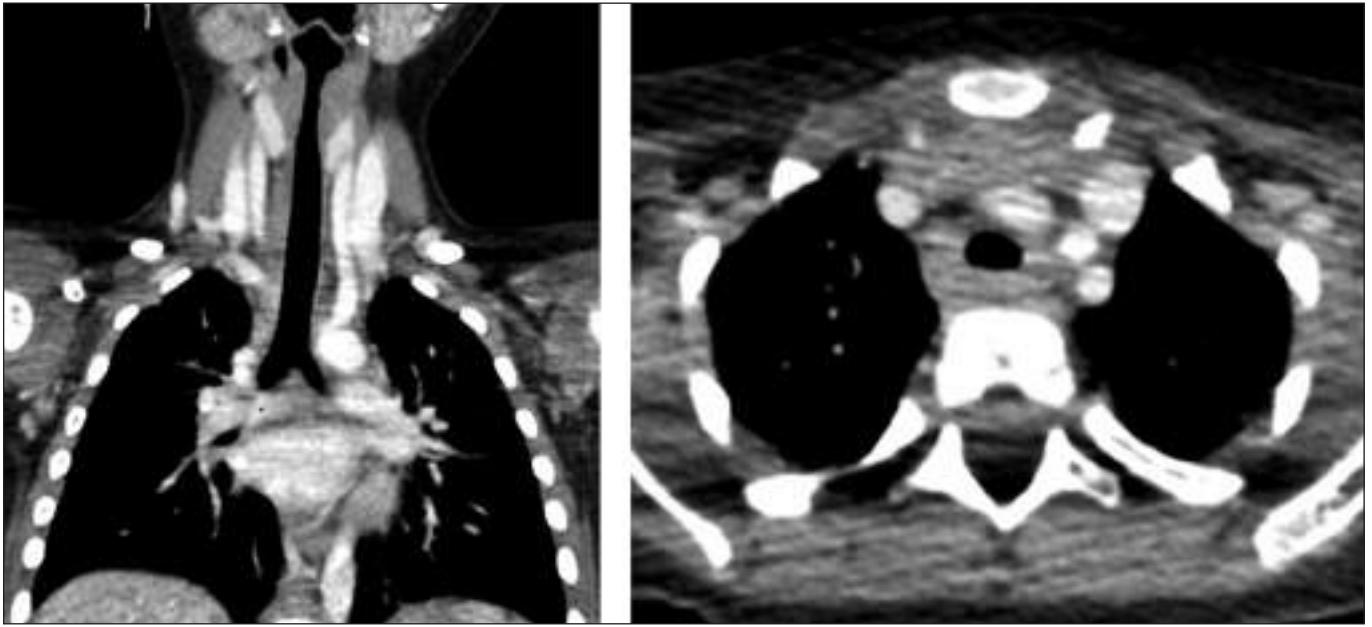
Мультиспиральная компьютерная томография с внутривенным контрастированием: просвет трахеи не изменён, бронхогенная киста не определяется.
